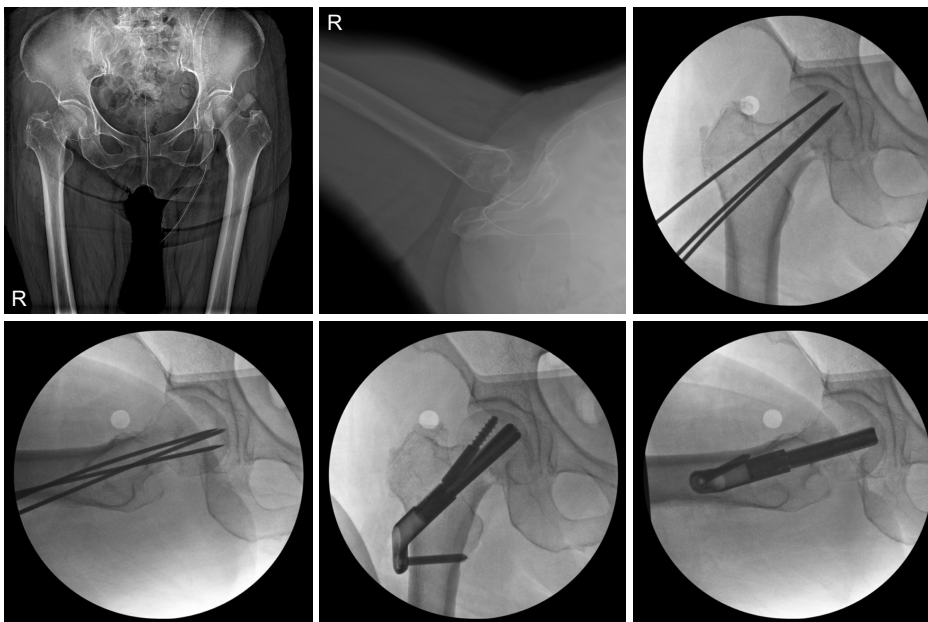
A 63-year-old female with a right femoral neck fracture (Garden type 1) treated with the FNS (femoral neck system). Preoperative, intraoperative, and postoperative anteroposterior and lateral radiographs.
